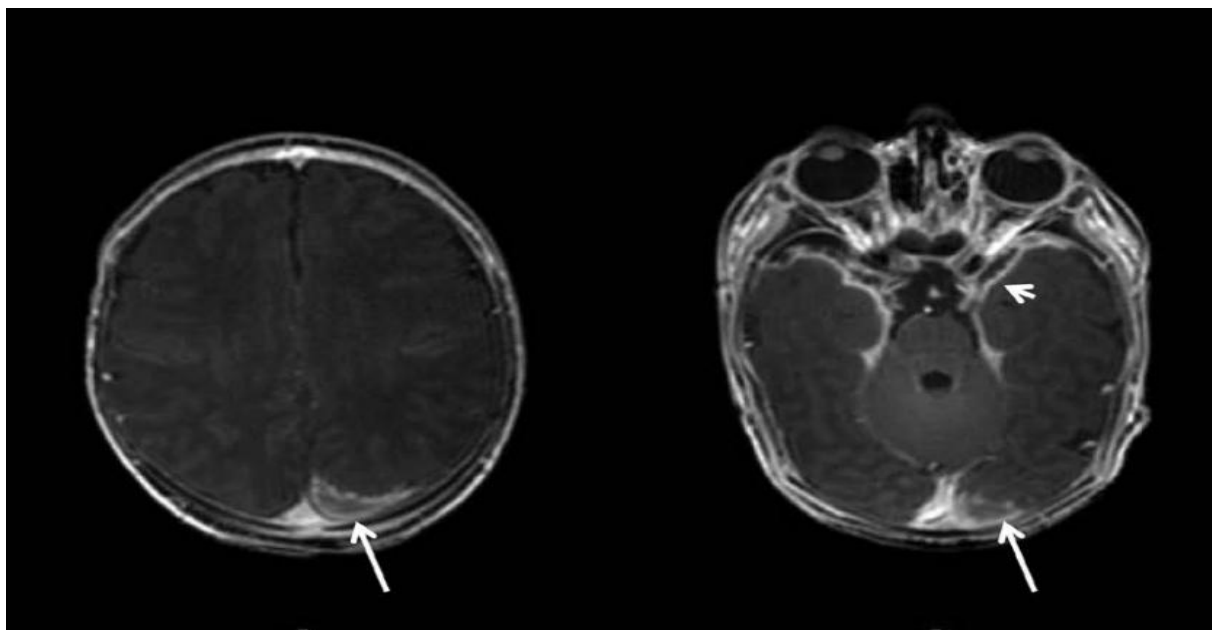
Images IRM pondérées en T1 avec contraste, réalisées 3 semaines après la naissance, montrant un renforcement des collections sous-durales, collections pariéto-occipitale gauche, temporale suspectes d'empyème et également, un rehaussement méningé (flèches courtes).[82]
